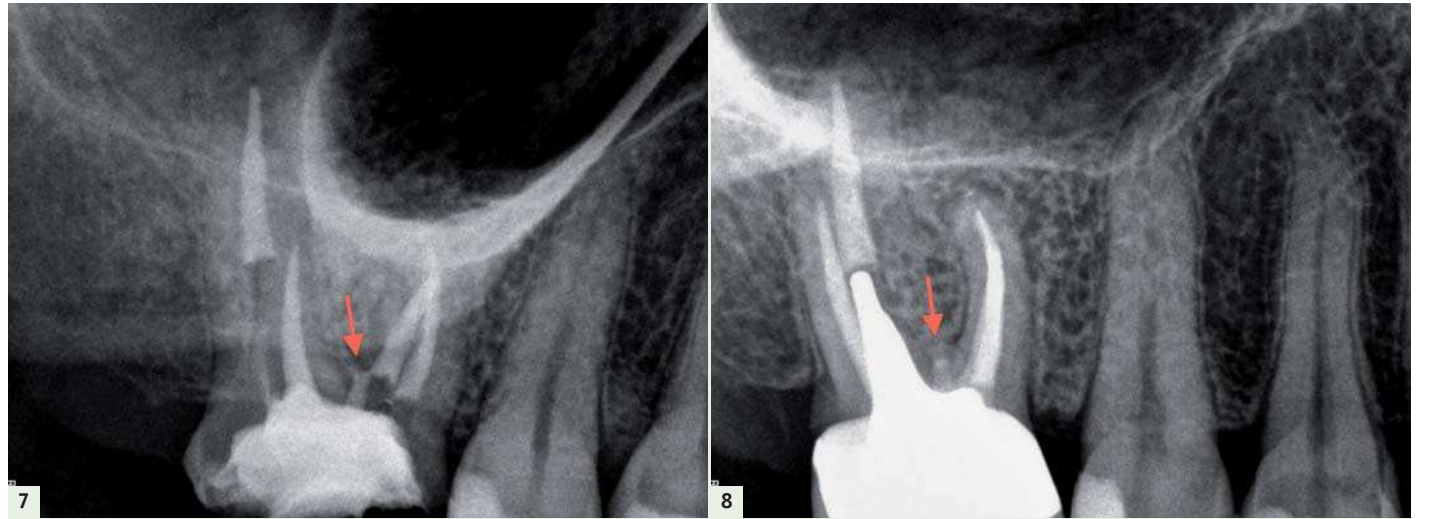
Radiographie post opératoire immédiate montrant l'obturation des canaux et de la perforation (flèche rouge). La partie coronaire du canal P est laissée libre pour l'ancrage. – Fig. 8 : Radiographie 1 an post opératoire montrant l'absence d'inflammation en regard de la perforation (flèche rouge).
